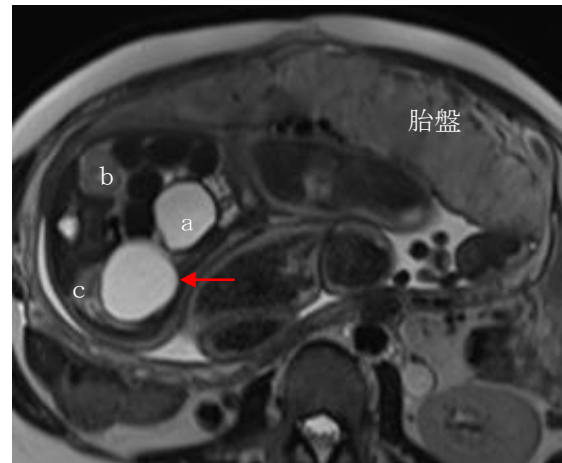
妊娠37週4日 胎児MRI検査 T2強調画像
